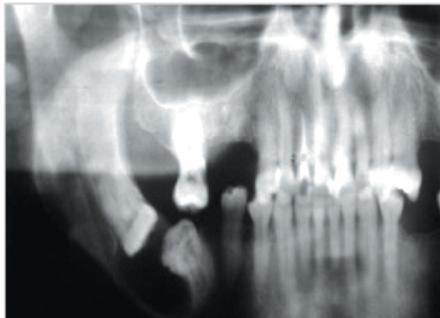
Radiografia panorâmica evidenciando a lesão cística associada às unidades dentárias. Setas indicando limites da lesão.
